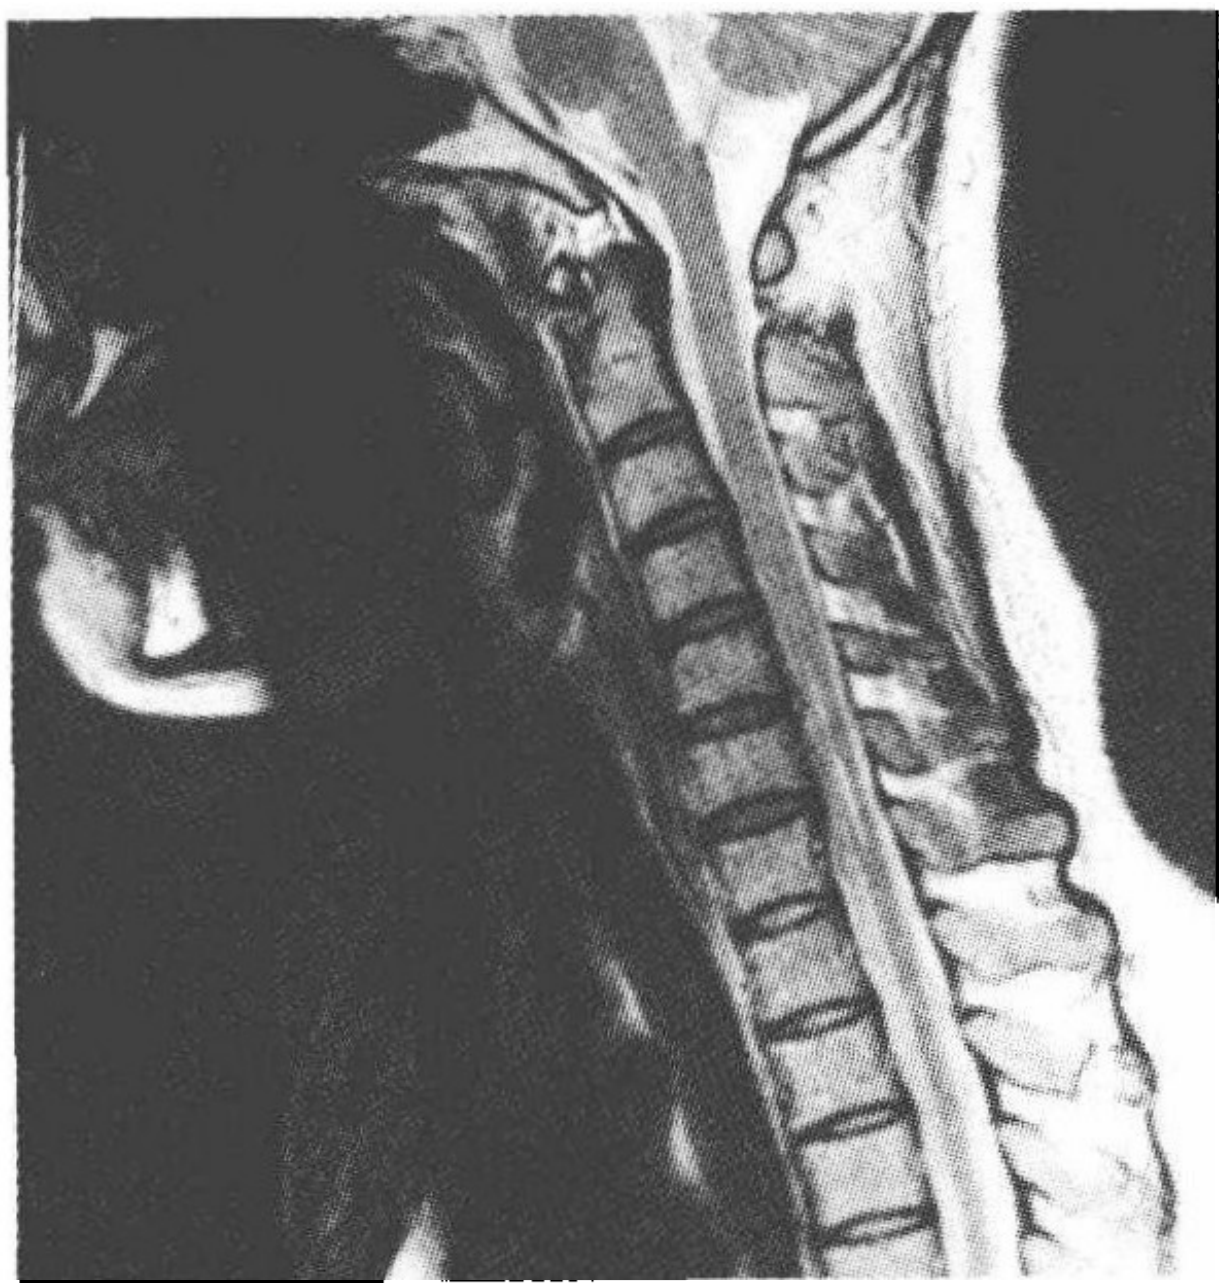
自然位颈髓 MRI:颈椎生理曲度变直, $C_5\sim T_1$ 水平段脊髓异常信号, $C_5\sim T_1$ 脊髓前后径变细
